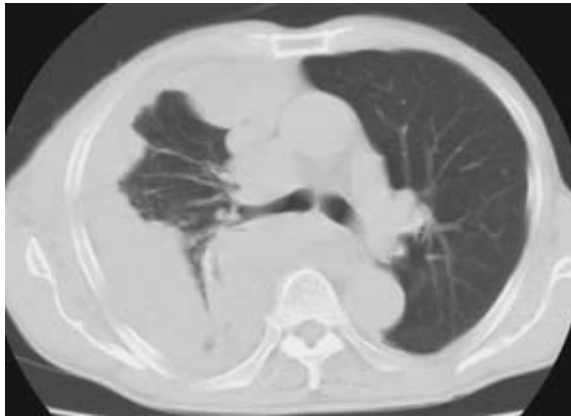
Progression of mesothelioma covering the right lung seen on the CT scan.
